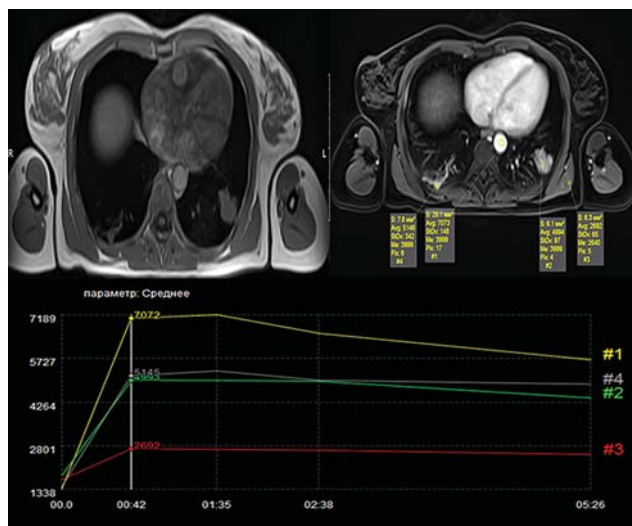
МРТ-ДКУ. Метастаз аденокортикального рака в нижней доле правого легкого. Т1-ВИ-очаг в субплевральных отделах S_{IX} левого легкого. 1, 2 – кривые концентрация–время в аорте (1) и очаге (2), ИК 0,7; 3 – кривая в мягких тканях спины; 4 – кривая в постоперационном рубце в нижней доле левого легкого.
